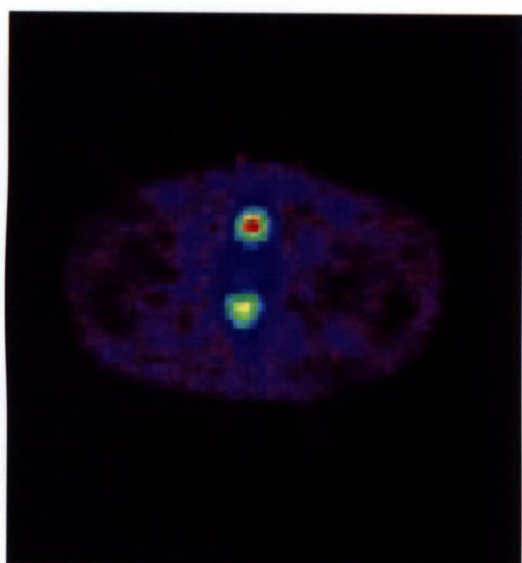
FDG-PET images (supine) of the patient no.14. Before the radiotherapy, a high accumulation of the tumor was shown (SUV-bw1 = 13.6)(left), whereas after the radiotherapy, the accumulation decreased substantially (SUV-bw2 = 2.6)(right). High accumulation in the ventral side was the bladder. This patient showed no recurrence.
